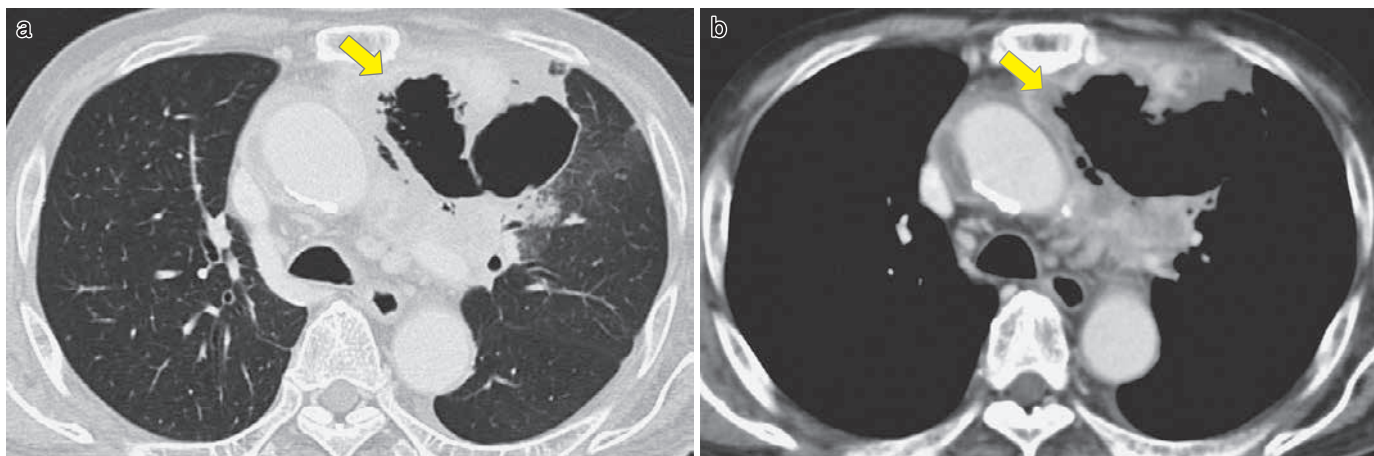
入院時胸部 CT (a: 肺野条件, b: 縦隔条件). 大きな空洞形成と周囲への浸潤影を認める (黄矢印).
